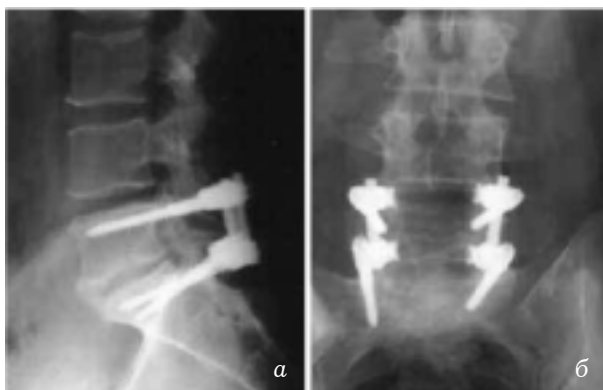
Контрольная цифровая рентгенография в 2 проекциях после коррекции спондилолистеза LV—SI II степени в послеоперационный период:
